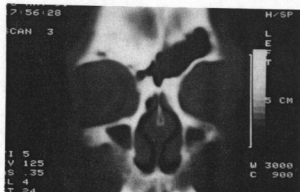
Coronal CT scan shows dense bony lesion in right frontal sinus extends upward from the frontoethmoid plate (osteoma).
